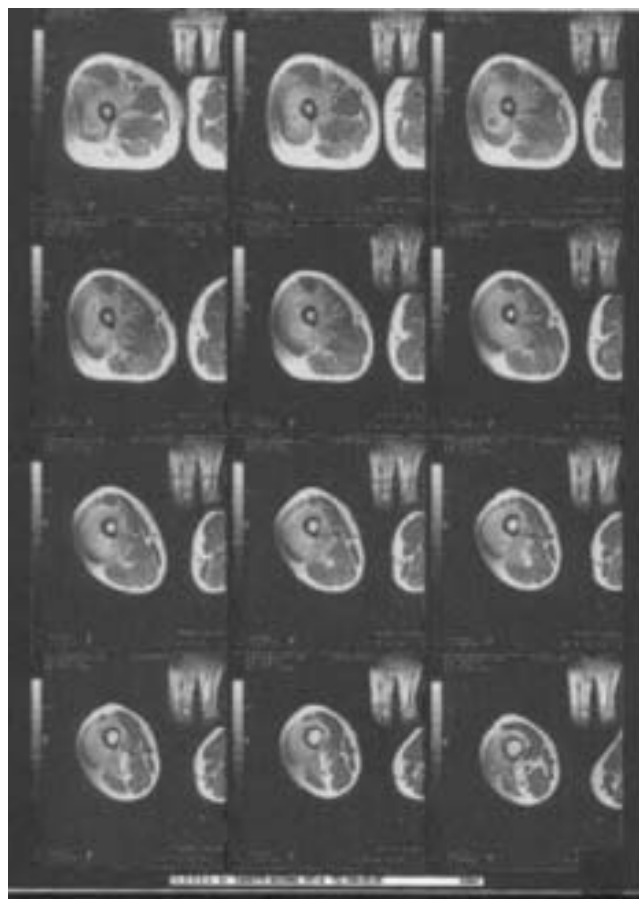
RMN en corte coronal observándose el absceso midiendo 2/3 del muslo derecho.
